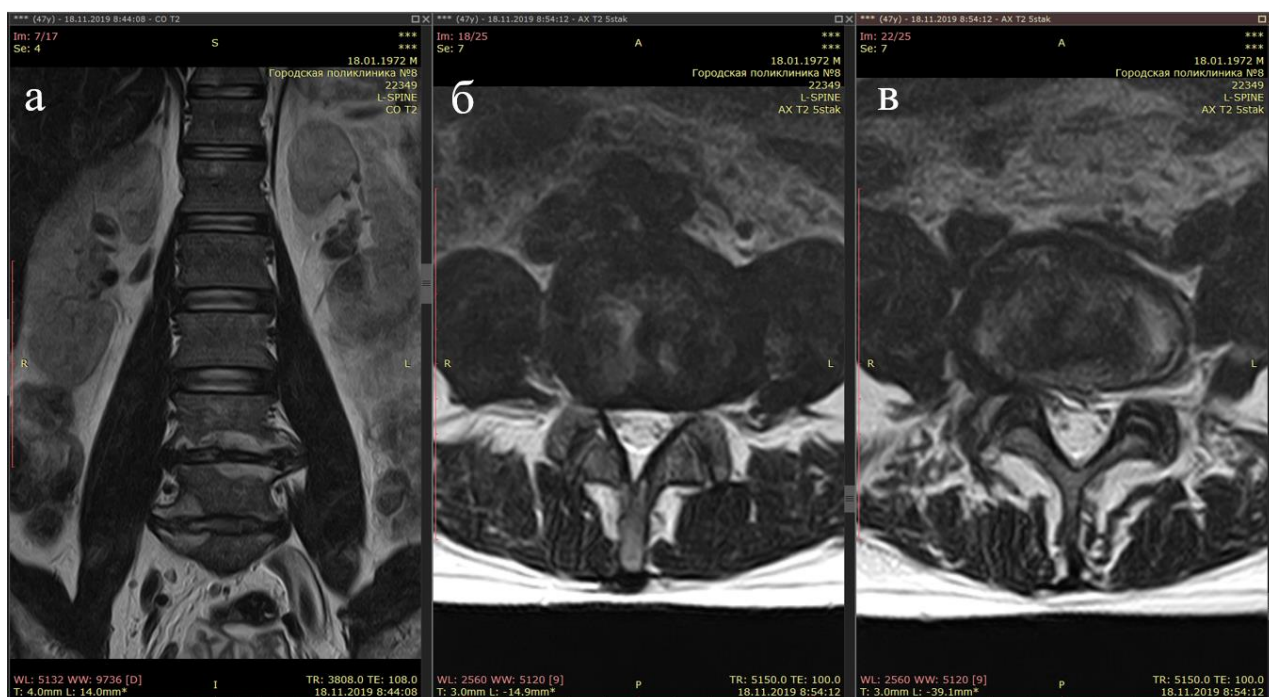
МРТ пояснично-крестцового отдела позвоночника пациента З., T2-режим (а – коронарный срез, б – аксиальный срез на уровне L4-L5, в – аксиальный срез на уровне L5-S1)
